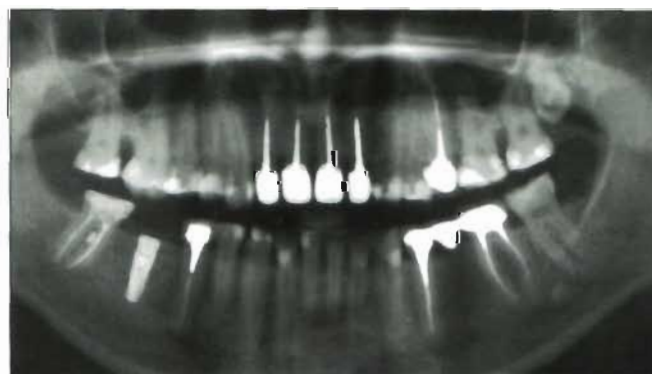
Рентгенограмма после имплантации
